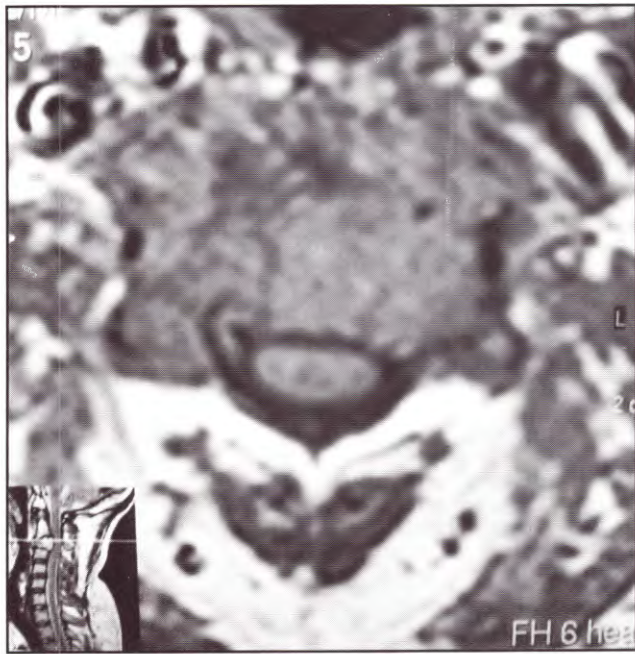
IRM ponderada en T1. Se aprecia el compromiso del cuerpo vertebral y la proyección al canal medular.
